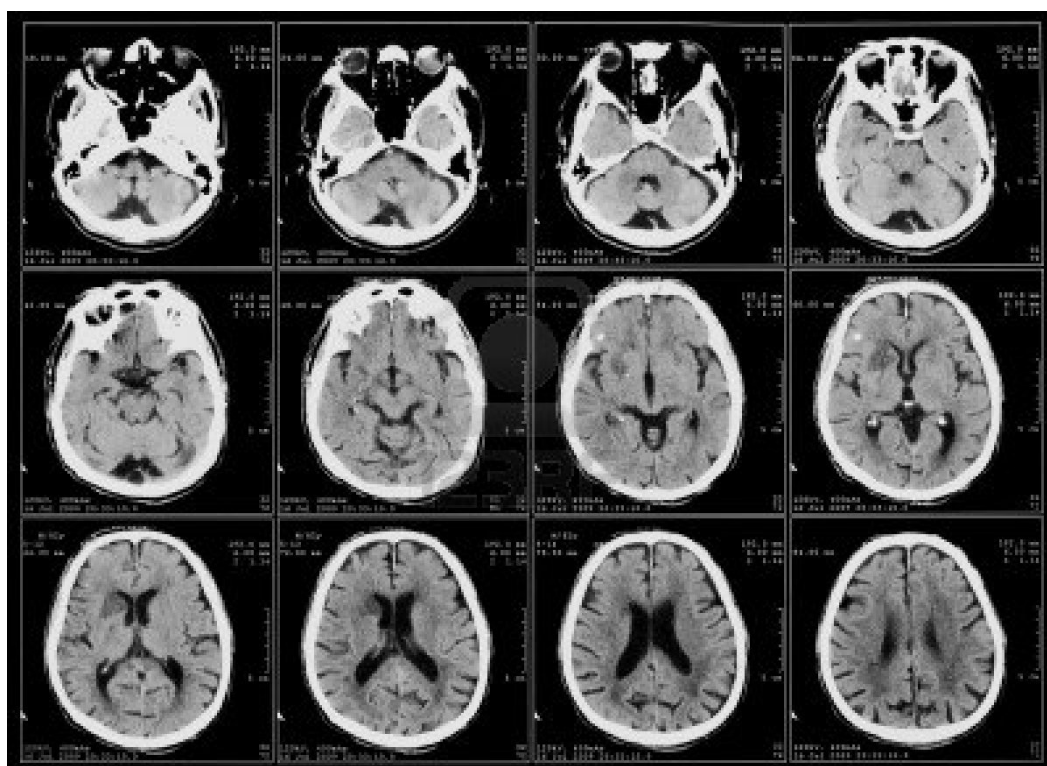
6.- Cortes de un cráneo obtenidos con un TAC <<https://encrypted-tbn1.gstatic.com>>
